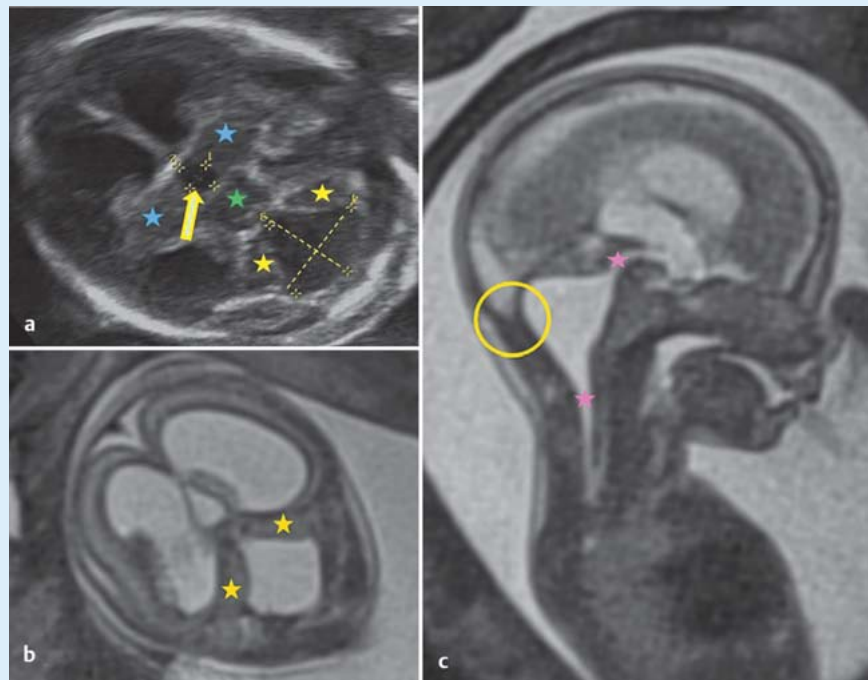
Zystische Raumforderung (RF) in der Fossa posterior von 14 × 16 mm (Bild a, gestrichelte gelbe Linie). Sonografisch und im MRT kein eindeutiger Hinweis auf Anlage eines KH-Wurms, deutliche Kompression der KH-Hemisphären (Bild a und b, gelbe Sternchen). Soweit beurteilbar regelrechte Insertion des Tentorium cerebelli auf Höhe der Ansatzstelle der Nuchalmuskulatur (Bild c, gelber Kreis), keine Abgrenzung des IV. Ventrikels von der Cisterna magna (Bild a–c). Zudem Kommunikation der zystischen RF mit den inneren Liquorräumen über das Aquädukt (Bild c, oberes Sternchen) und den Subarachnoidalraum der äußeren Liquorräume im Bereich des Foramen magnum, Eintritt in den Spinalkanal (Bild c, unteres Sternchen). Ventrikulomegalie mit Aufstau auch des III. Ventrikels (Bild a, gelber Pfeil). Beidseits des erweiterten III. Ventrikels grenzt sich der Thalamus ab (Bild a, blaue Sternchen), dorsal des Thalamus das Mesencephalon (Bild a, grünes Sternchen).
